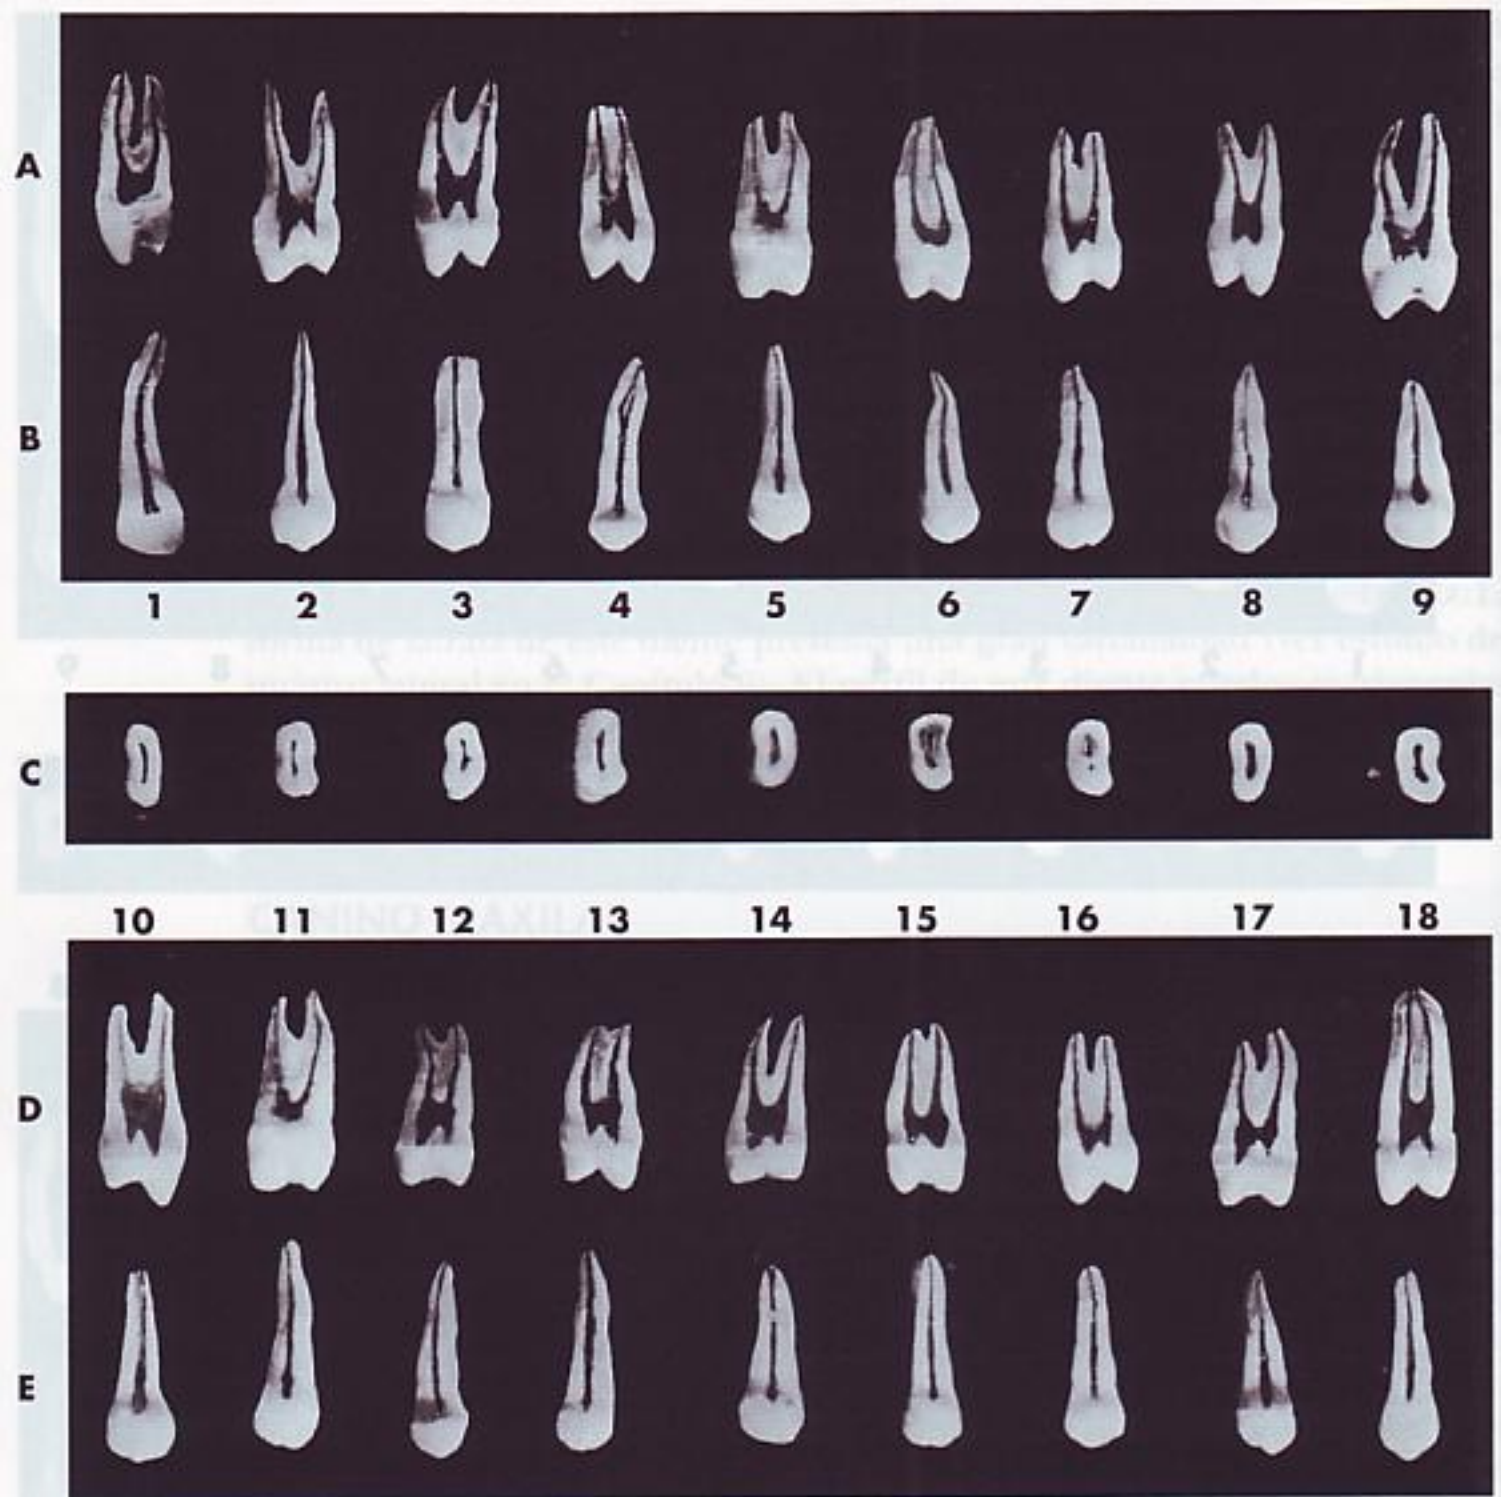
Primer premolar maxilar. A, sección vestibulolingual mostrando la superficie mesial y distal de la cavidad pulpar. Esta proyección no se puede ver en las radiografías dentales. B, sección mesiodistal mostrando la superficie vestibular y lingual de la cavidad pulpar. C, sección cervical en la UAC mostrando la cámara pulpar. Las entradas de los conductos radiculares se pueden ver en el suelo de la cámara. D, sección vestibulolingual mostrando la superficie mesial y distal de la cavidad pulpar. E, sección mesiodistal mostrando la superficie vestibular y lingual de la cavidad pulpar.
